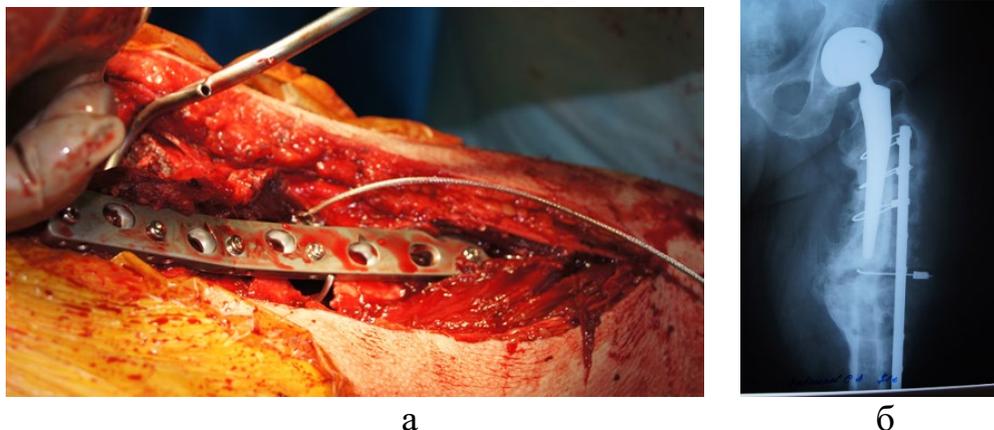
Пациент С., остеосинтез пластиной перипротезного перелома (а), рентгенограмма через 2 года после остеосинтеза (б)
